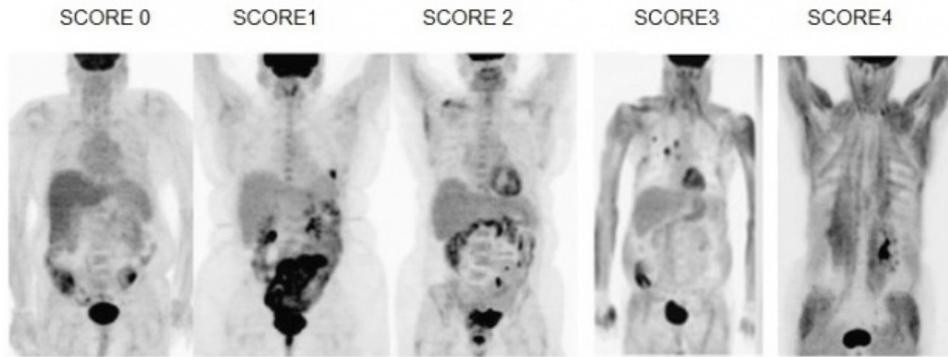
Variação na biodistribuição do FDG em relação à sua captação muscular.
